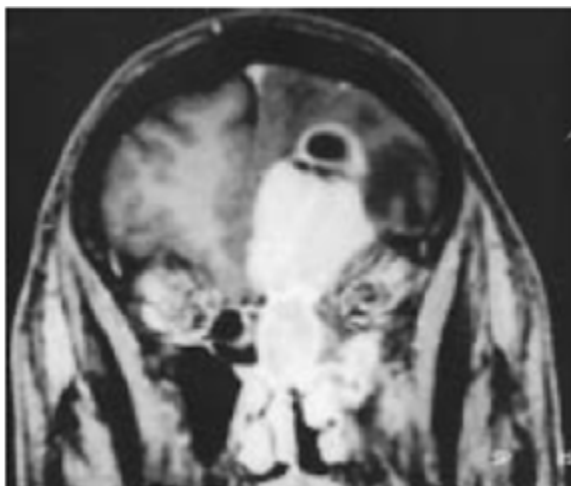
IRM coupe coronale en séquence pondérée T1 après injection de gadolinium.
